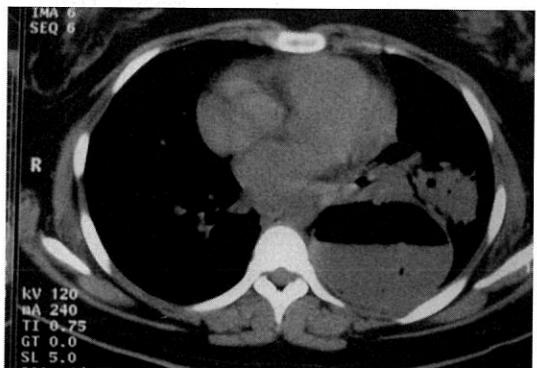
Chest CT : The large thin walled cyst with an air-fluid level.
